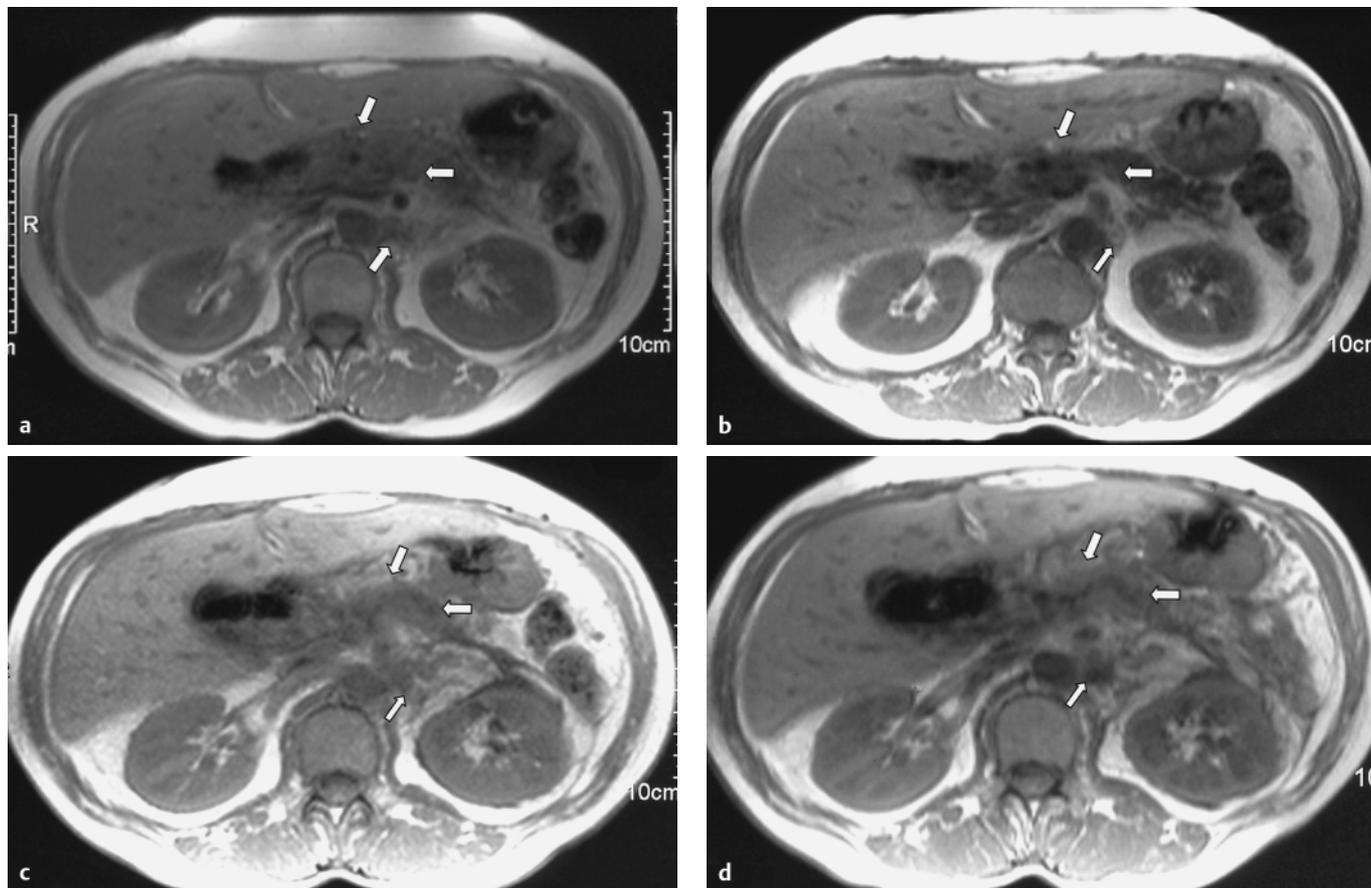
(a) Ausgangsbildgebung (native MRT FLASH 2D TE/TR 110/5) bei einer 57-jährigen Patientin, bei der 01/2001 ein Lokalrezidiv eines Pankreaskopfkarzinoms bei Zustand nach pyloruserhaltender partieller Duodenopancreatektomie diagnostiziert wurde. Dokumentation des ca. 3 × 3 cm messenden Lokalrezidivs in der Pankreasloge und paraaortal gelegener vergrößerter Lymphknotenformationen. Zusätzlich hepatische Metastasierung in die Lebersegmente 3 und 4a (hier nicht abgebildet). Bei dieser Patientin erfolgte in 4-wöchigen Intervallen eine transarterielle Chemoperfusion über den Truncus hepatico-pancreaticus. (b) Verlauf nach 4 Monaten (native Flash-GRE TR/TE 110/5). Es
